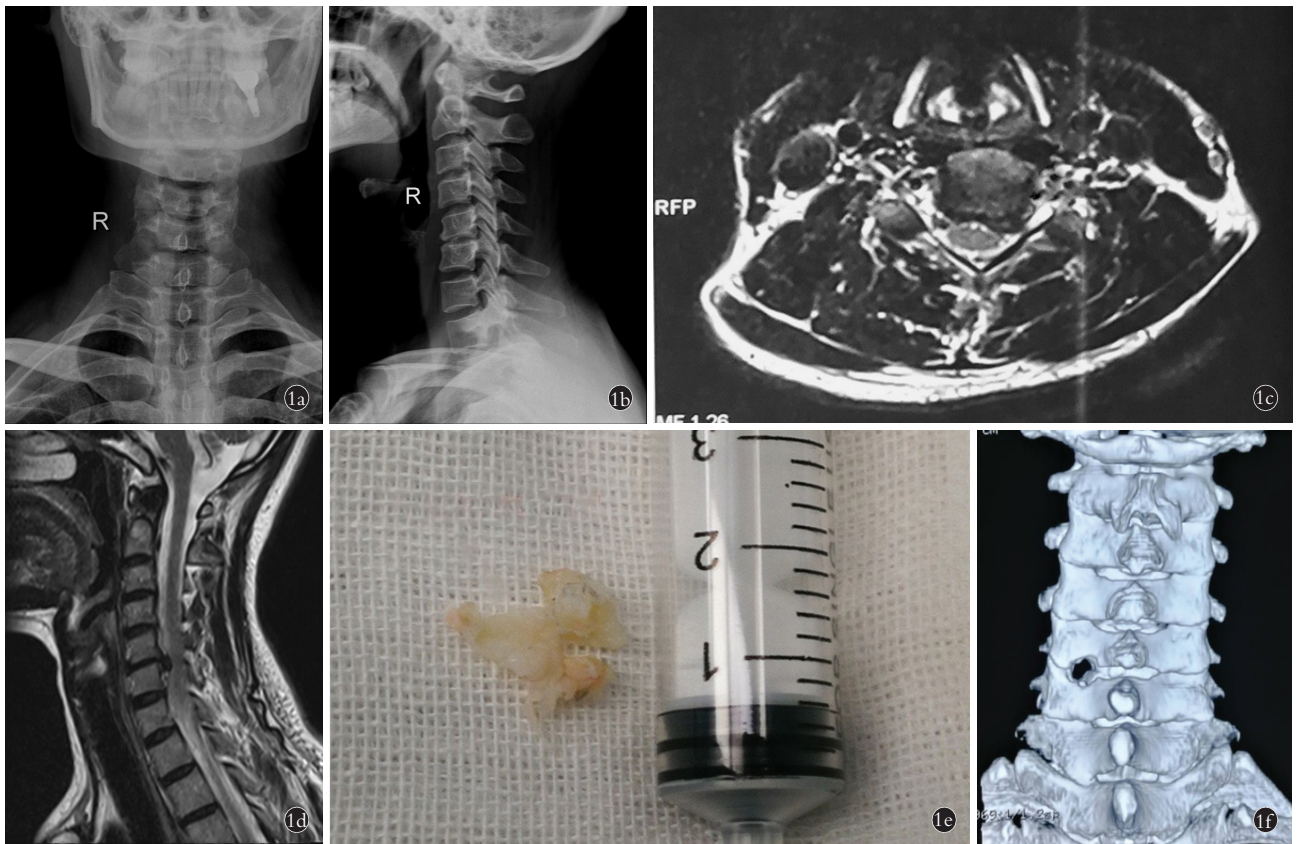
男性患者,45 岁,左上肢抽痛 3 个月,诊断为神经根型颈椎病行颈椎 Key-hole 术 1a,1b.术前颈椎正侧位 X 线片提示颈椎曲度变直, C<sub>5,6</sub> 椎间隙变窄 1c,1d.术前 MRI 提示 C<sub>5,6</sub> 椎间盘突出,左侧神经根受压 1e.术中摘取的髓核组织 1f.术后 1 d 三维 CT 示颈椎后路 Key-hole 通道
